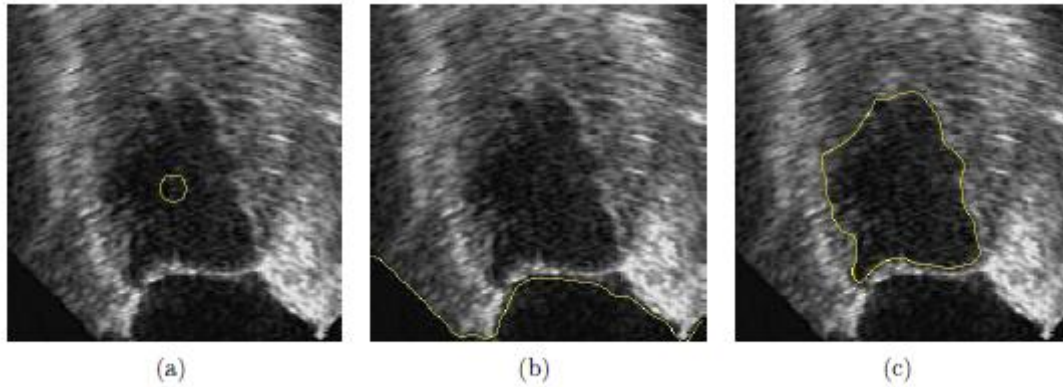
Segmentation d’une image échographique avec les contours actifs géodésiques. (a) Initialisation à l’intérieur de l’objet possible grâce à la force ballon. De part l’absence d’un fort gradient au niveau de la région recherchée : (b) Échec de la segmentation, (c) Segmentation espérée mais non possible avec cette méthode.
